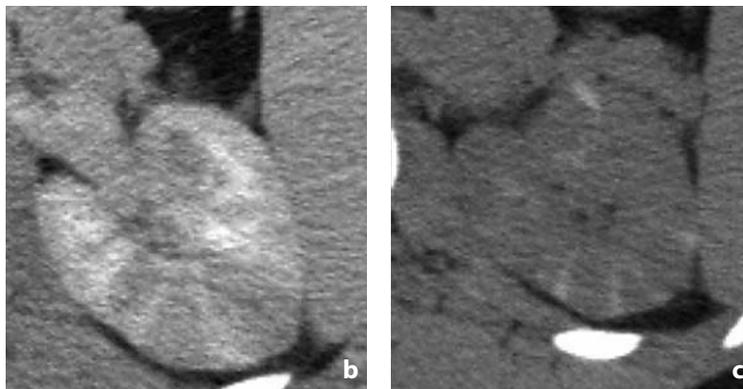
Ecografia e TC con mdc. Pielonefrite acuta diffusa. a Alla valutazione ecografica il rene si presenta di spessore parenchimale moderatamente aumentato. b All'esame TC in fase nefrografica le aree interessate da pielonefrite si presentano ipodense, a forma di cuneo, con margini sfumati. c Nelle immagini in fase ritardata, acquisite dopo 3 ore dall'iniezione del mdc, in alcune di tali aree si riconosce disomogenea impregnazione di mdc (nefrogramma ritardato)
